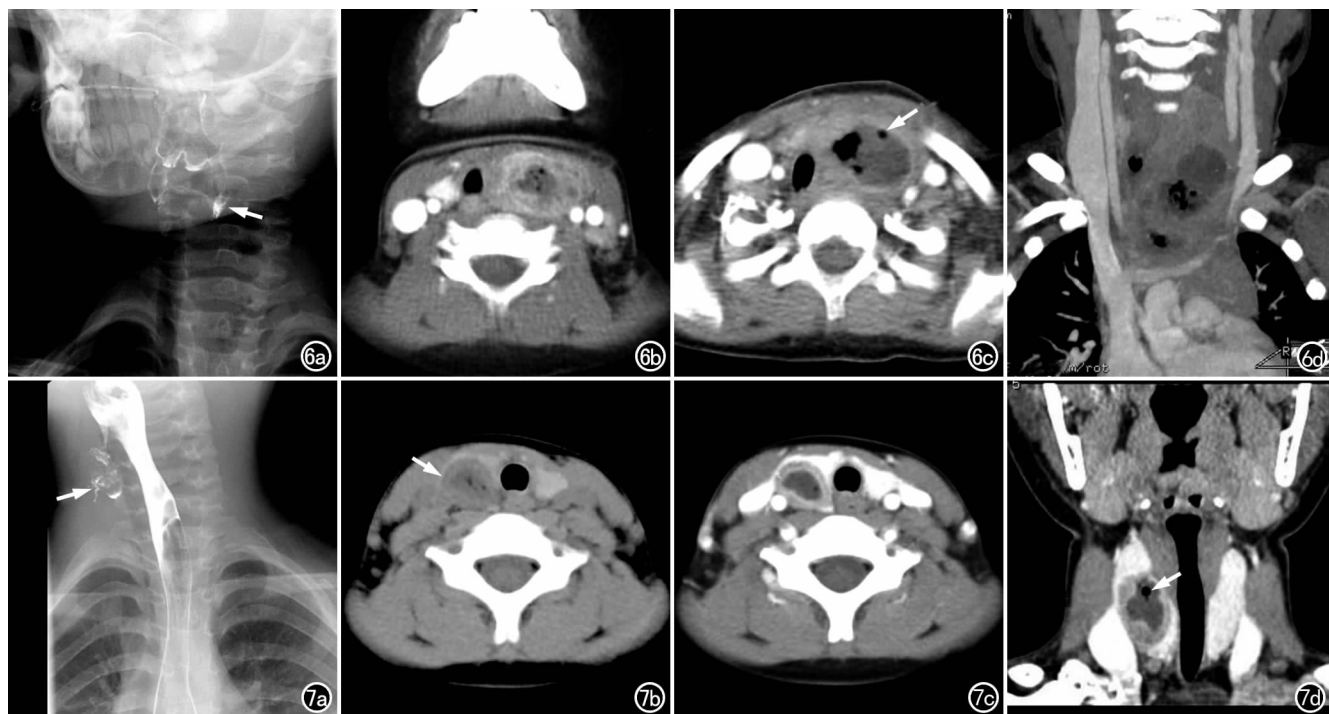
左侧梨状窝瘘并左侧颈部脓肿。a) 食管钡剂造影示左梨状窝毛糙(箭),下方颈部软组织隐约可见一气液平; b) CT 增强扫描示左颈部占位,上界平舌骨,下界到前上纵隔,气管右移,左颈部肿块有明显强化,边缘模糊; c) 稍下层面示病灶呈环形强化,其内见较多气体影(箭); d) 冠状面重组图像示左颈部占位,上界平舌骨,下界到前上纵隔,气管右移。图 7 右侧梨状窝瘘并右甲状腺脓肿。a) 食管钡剂造影示右梨状窝有一瘘管,并向下延伸至右侧甲状腺区域,呈团状高密度影,边缘欠光整(箭); b) CT 平扫示甲状腺右叶体积增大,其内有混杂密度病变和散在气体(箭); c) CT 增强扫描示右甲状腺病变呈多环形强化,中心区域密度低、呈液性,局部有少量气体影; d) 冠状面重组图像清晰显示病变范围和病灶内气体影(箭)。
